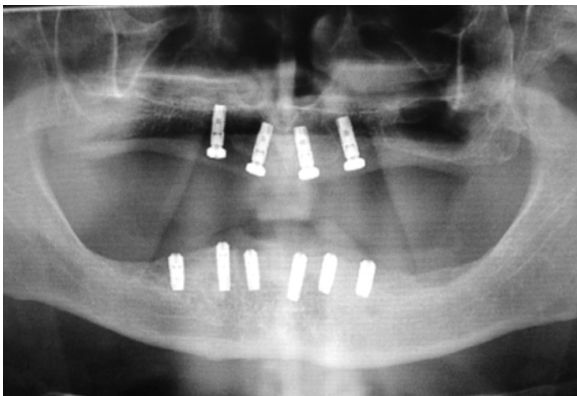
Рентгенологический контроль после установления 4-х имплантатов на верхней челюсти и 6-ти имплантатов на нижней челюсти.
